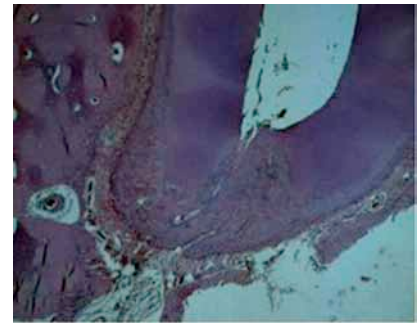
Gutapercha/AH Plus sellada. Tejidos periapicales normales. Hematoxilina y Eosina. 40X
